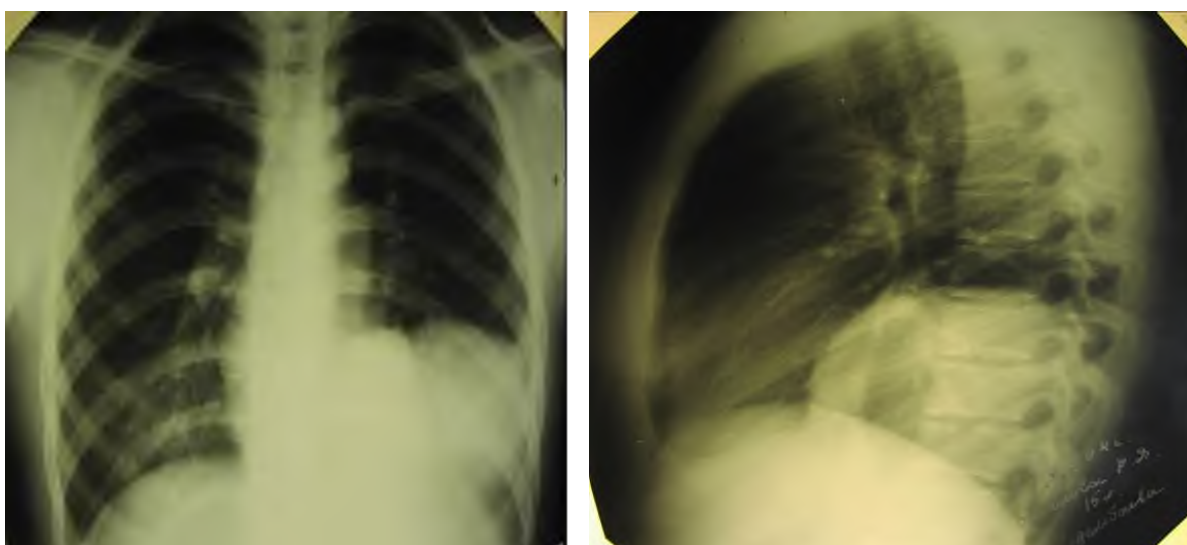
Рентгенограмма при эхинококкозе легких
